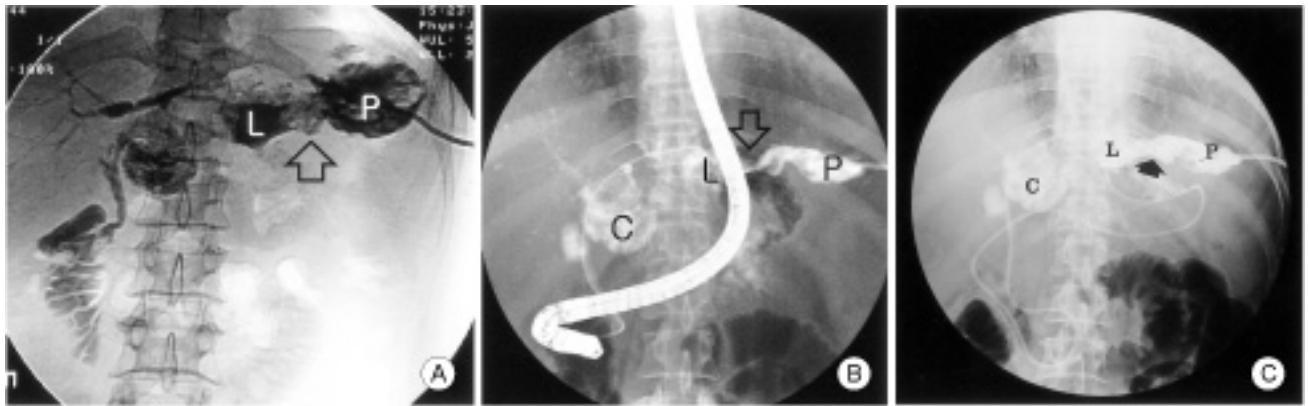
(A) Abscessogram. Radiograph is obtained after injection of contrast through percutaneous drainage catheter demonstrating hepatosubphrenic fistula (open arrow) (L, liver abscess; P, subphrenic abscess). (B) Fistulogram by means of ERCP. The tip of ERCP catheter is placed at the opening of the fistula, and after injection of the contrast there is leakage into the subphrenic abscess. Open arrow indicates hepatosubphrenic fistula (C, lipiodol uptaken nodule; L, liver abscess; P, subphrenic abscess). (C) Radiograph obtained after injection of Histoacryl®. Hepatosubphrenic fistula (arrow) is obliterated by injection of Histoacryl®. There is no leakage into the liver abscess after injection of contrast through percutaneous drainage catheter. ENBD is performed (C, lipiodol uptaken nodule; L, liver abscess; P, subphrenic abscess).
